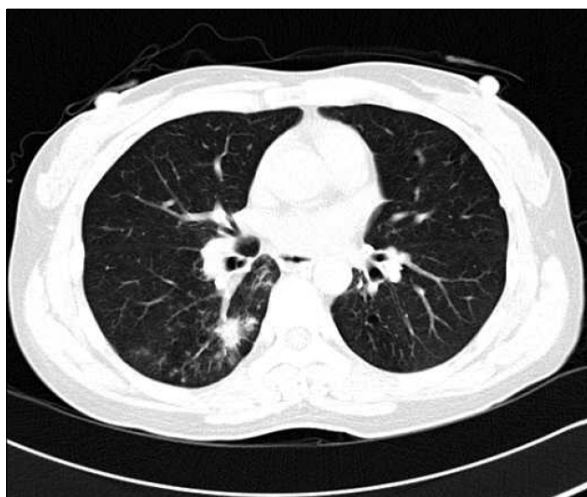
Chest CT showed irregular mass with central calcification and surrounding centrilobular nodules and branching lesions in superior segment of right lower lobe.
